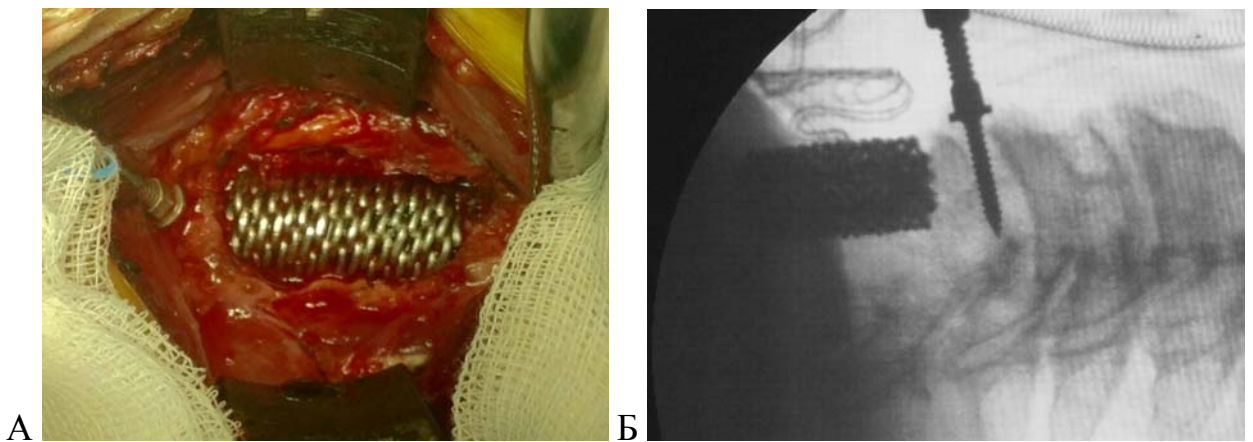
Больной Ш., 64 года. А – пример установки ЯТИ на месте удаленного тела  $C_{VI}$  позвонка; Б – интраоперационный рентген-контроль положения ЯТИ
